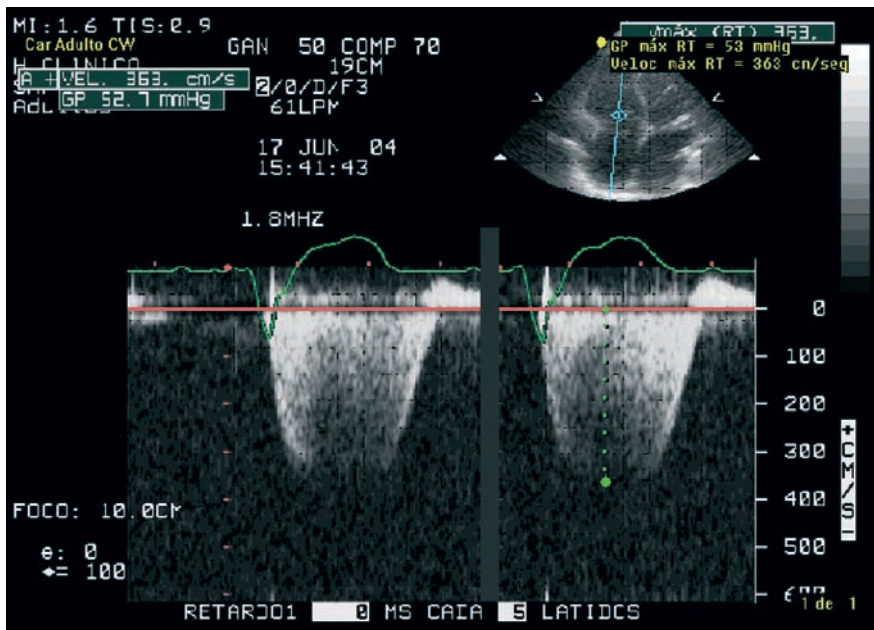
Doppler continuo en presencia de una regurgitación tricúspide. Se registra un flujo negativo pansistólico.
